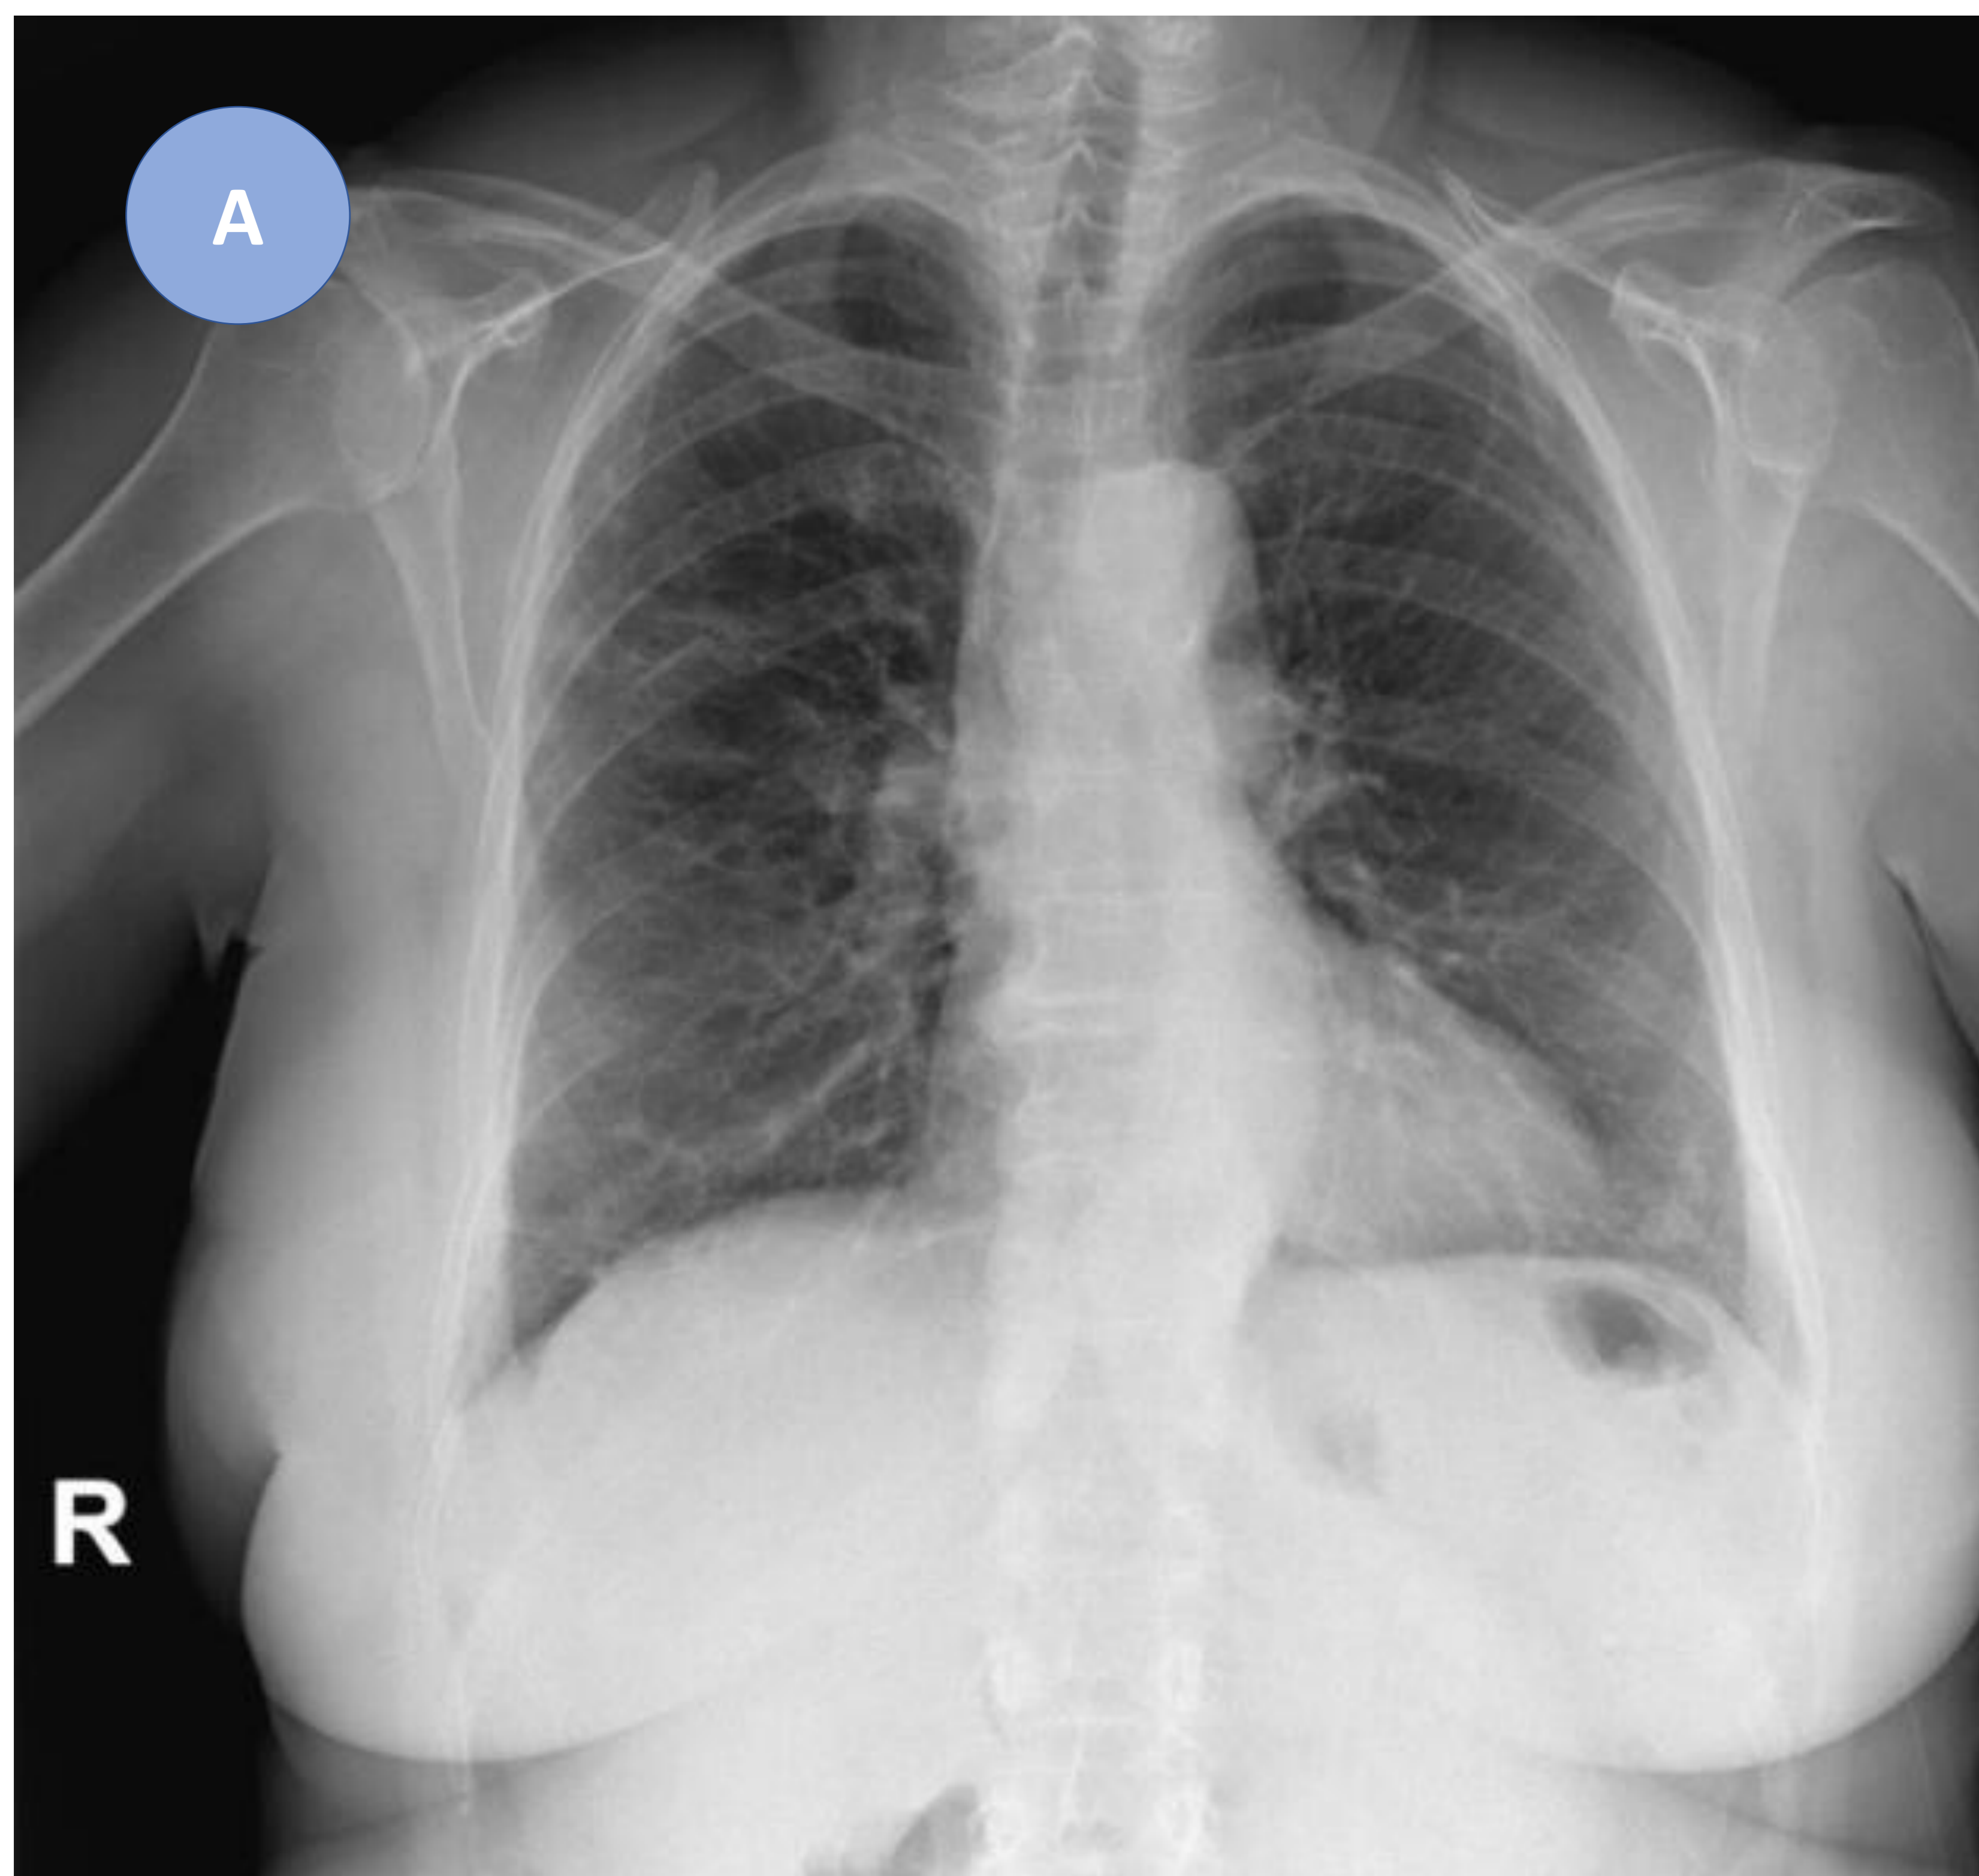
Paciente que acude a urgencias. Las radiografías A y B están tomadas con un mes de diferencia.
